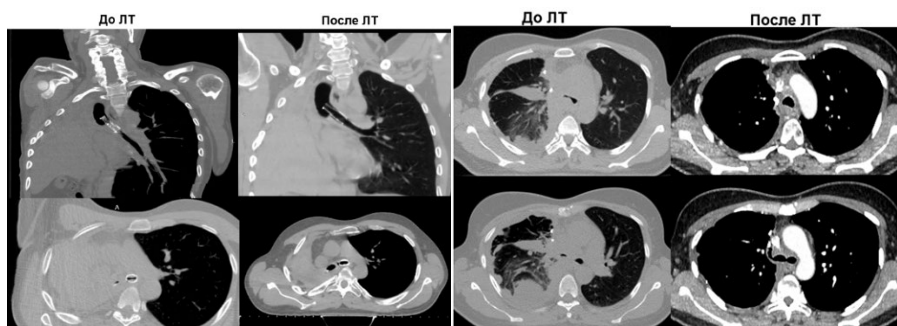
Данные компьютерной томографии до и после проведения гипофракционированной ЛТ по поводу компрессионного стеноза дыхательных путей [оригинальный рисунок].
